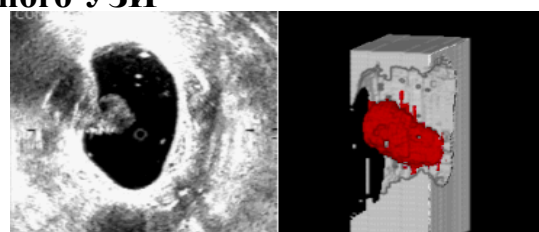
Внтрипросветная УЗИ диагностика при раке толстой кишки. Отчетливо определяется инвазия опухоли в стенку кишки и регионарные метастазы.
